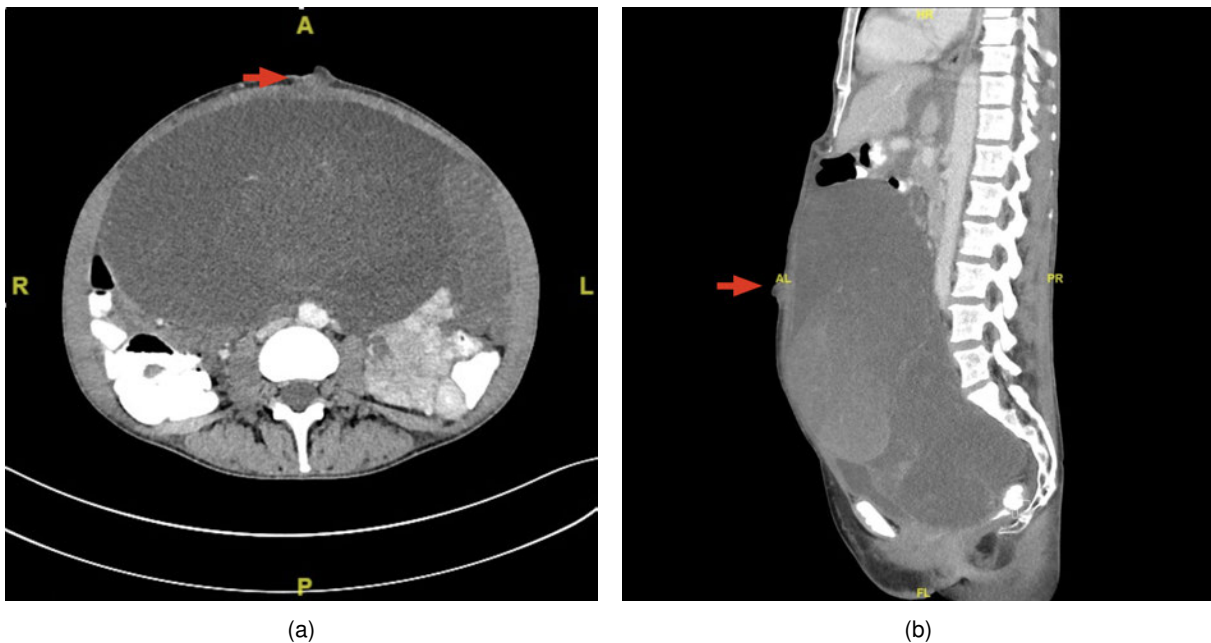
Fall 5. Computertomographie nach Gabe von i.v.-Kontrastmittel bei einer 50-jährigen Patientin mit Appendix-LAMN: a) Transversalschnitt auf Höhe des Bauchnabels, b) Rekonstruktion der Medianebene. (Quelle: Eigene Aufnahme)
